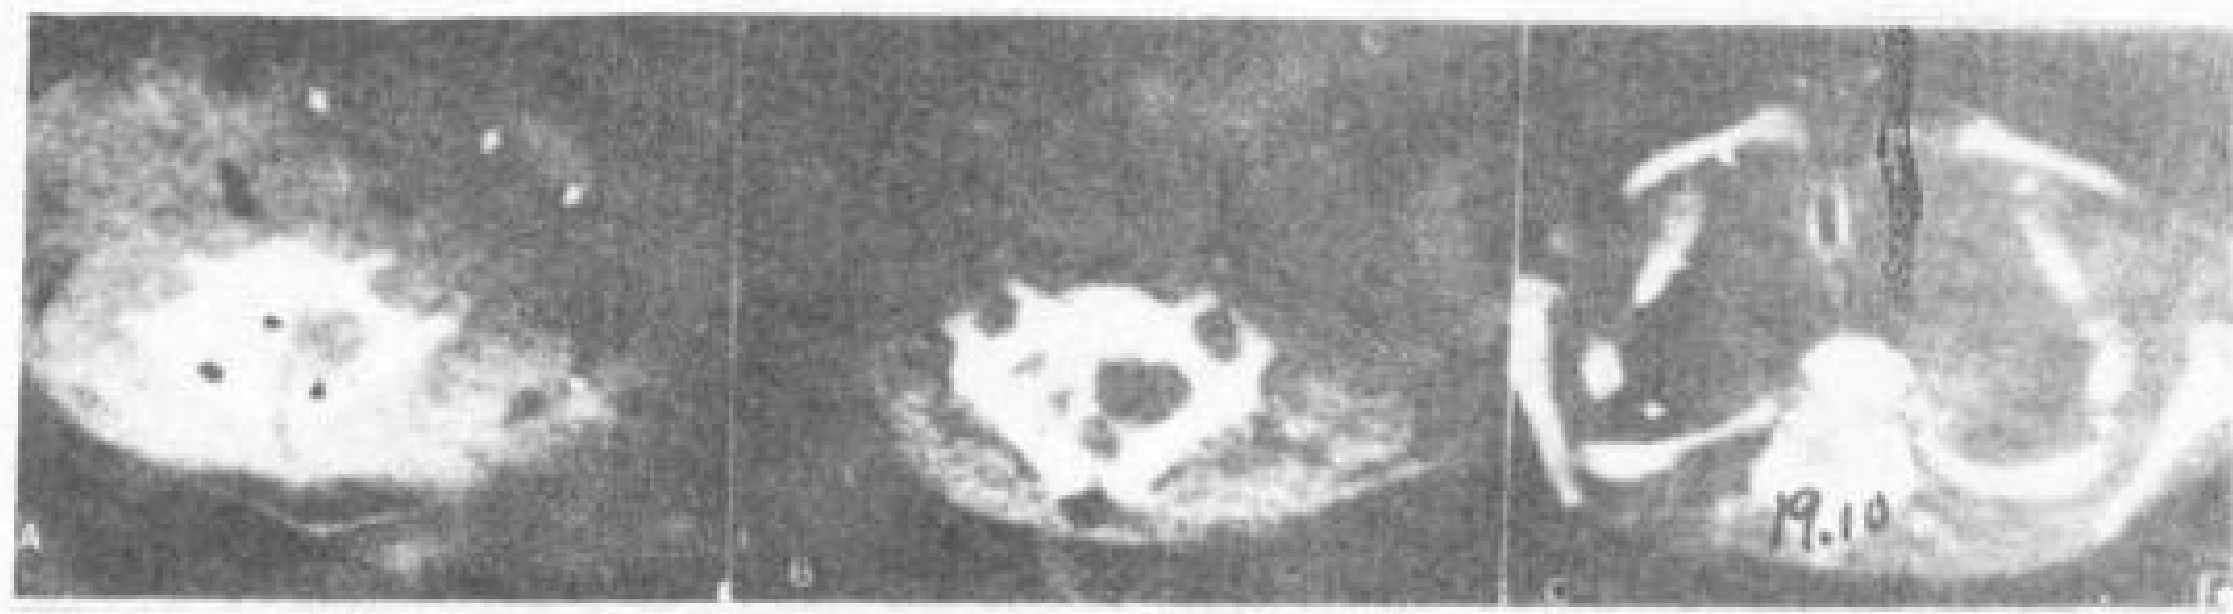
10 多发颈神经纤维瘤。1 岁女孩。增强脊髓 CT。
